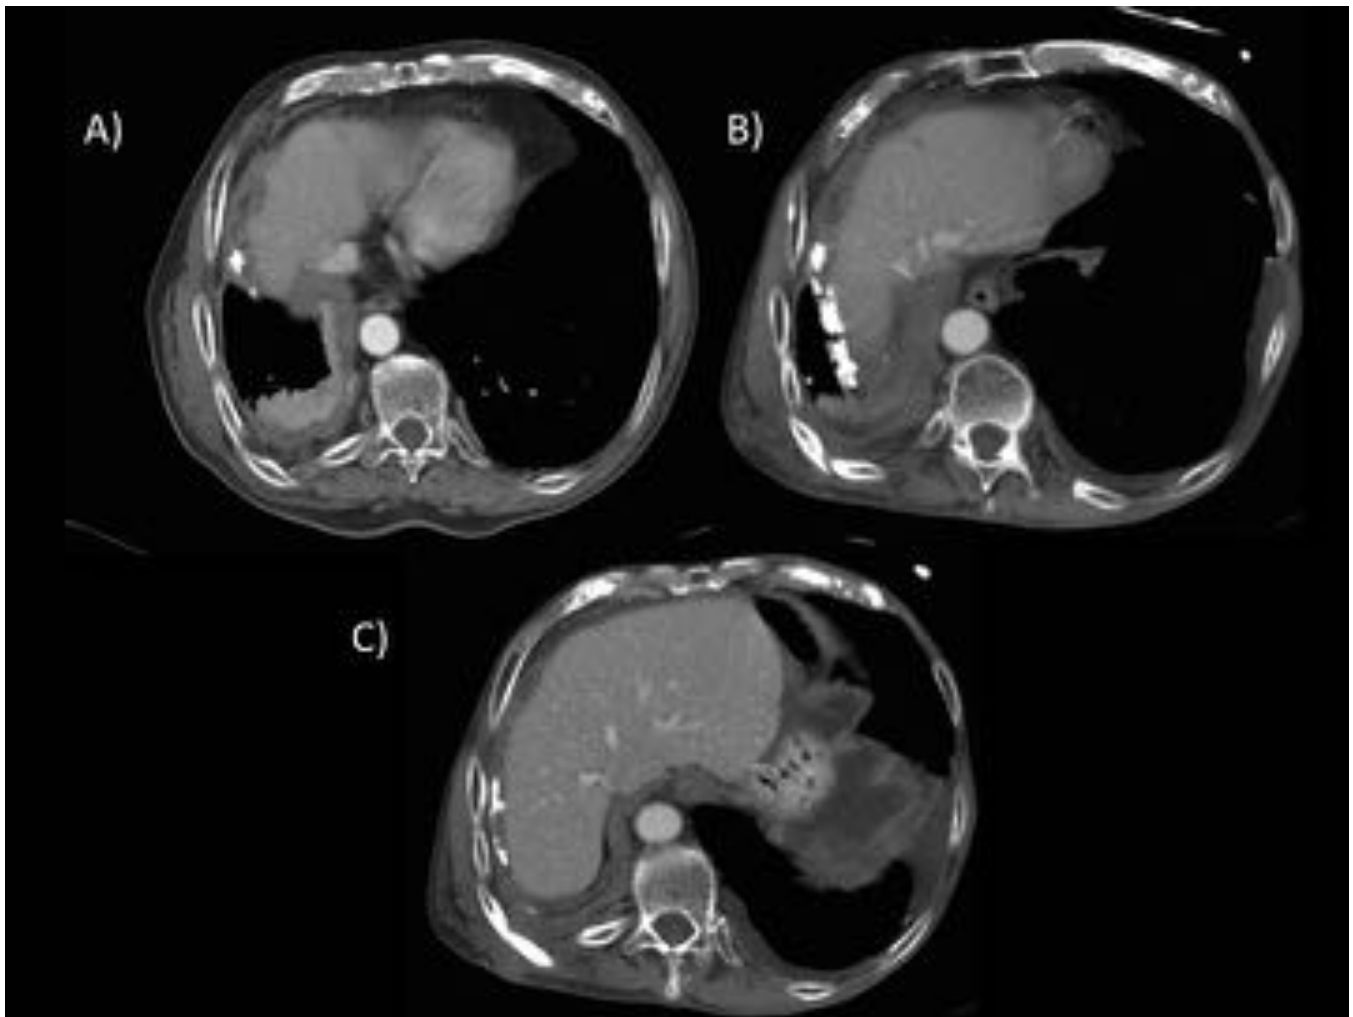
Cortes axiales de TC torácocabdominopélvico con CIV que muestran un engrosamiento pleural circunferencial y nodular del hemitórax izquierdo con derrame pleural asociado. Invasión mediastínica, extensión transdiafragmática y progresión peritoneal.
